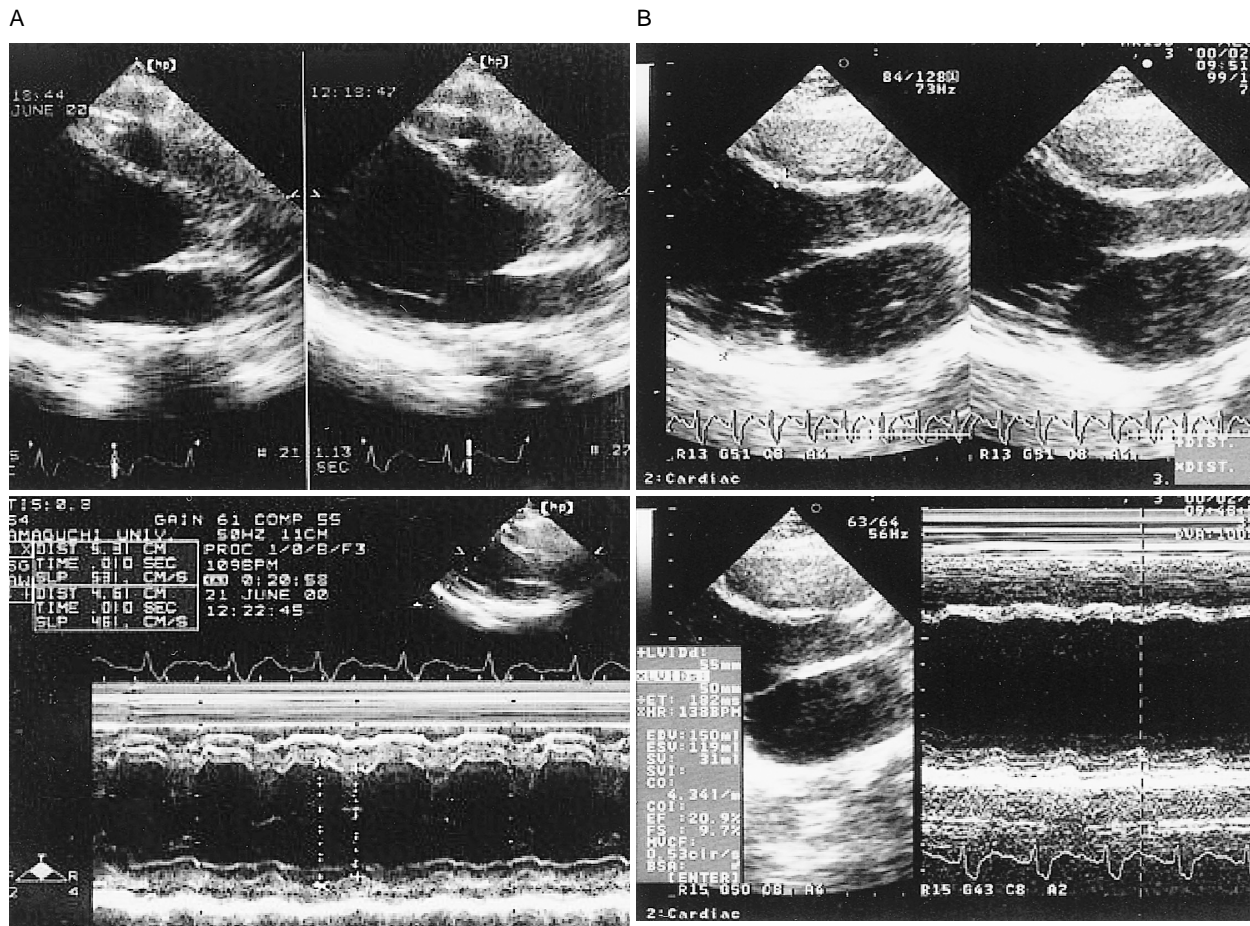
Echocardiograms on day 39 (A) and day 71 (B)
